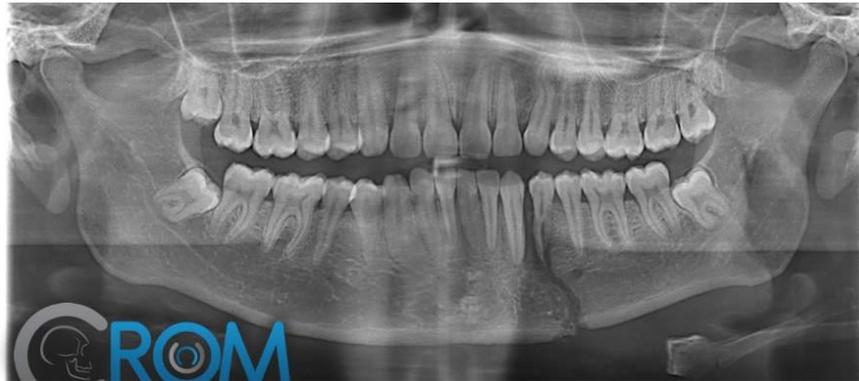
Ortopantomografía. Se observa fractura parasinfisiaria. ³³
